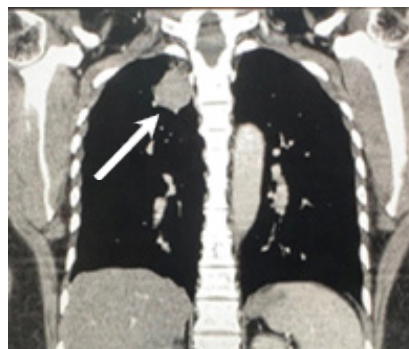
TC de tórax corte coronal, se aprecia lesión hipodensa (flecha) en lóbulo superior derecho.
